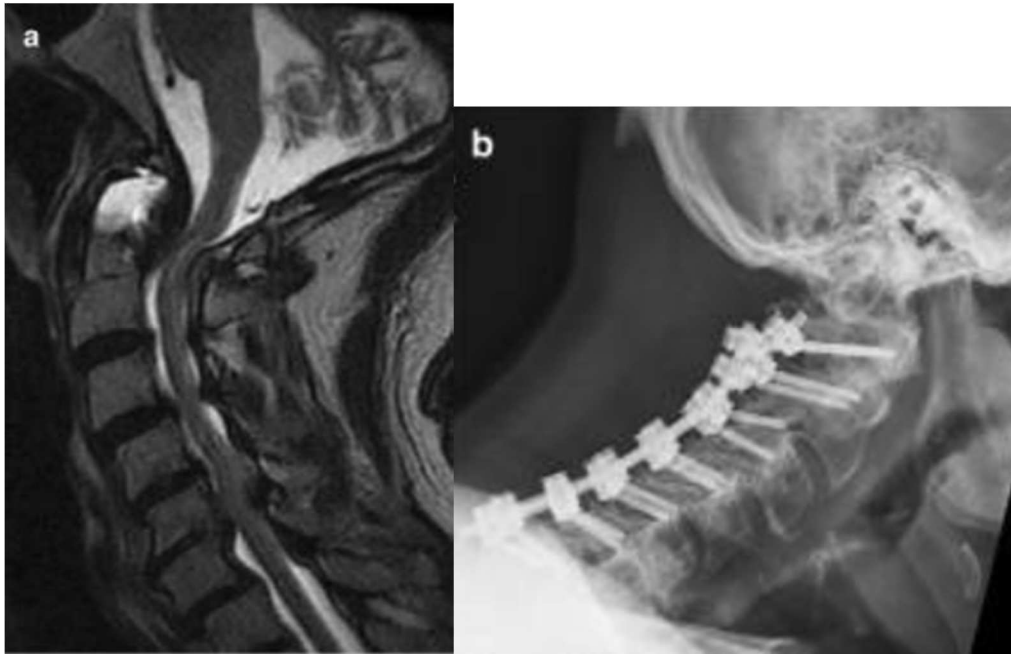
Pruebas de imagen de laminectomía más fusión. (A) RM preoperatoria sagital que muestra una espondilosis multinivel, con compresión anterior y posterior. (B) Rx cervical lateral postoperatoria después de laminectomía más fusión. (65)
